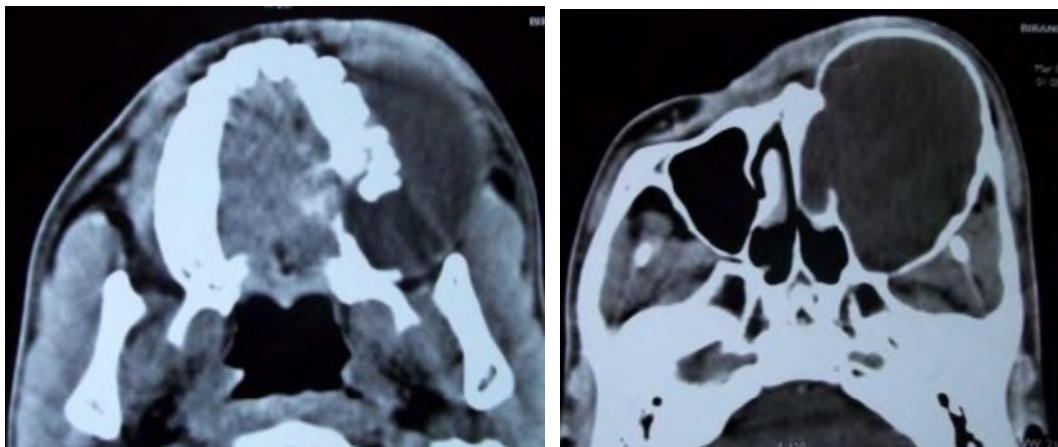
TDM en coupes transversale à gauche et frontale à droite
